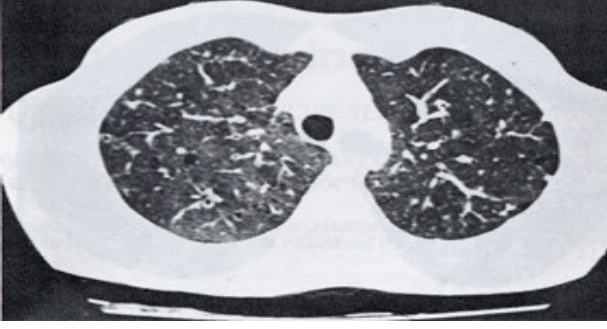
HRCT'te üst loblarda ince duvarlı kistik ve nodüler oluşumlar.
